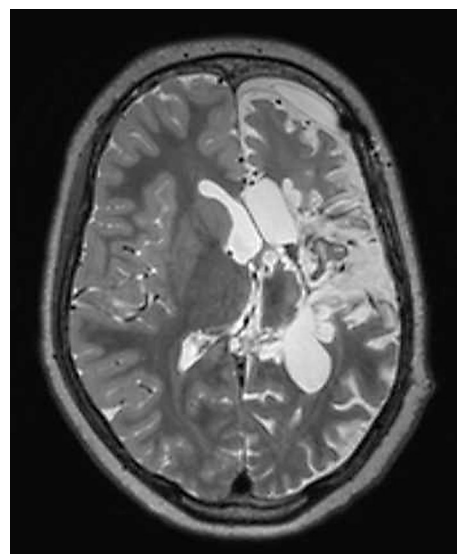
Kontrolne badanie metodą rezonansu magnetycznego po zabiegu hemisferektomii, przy wypisaniu pacjentki
